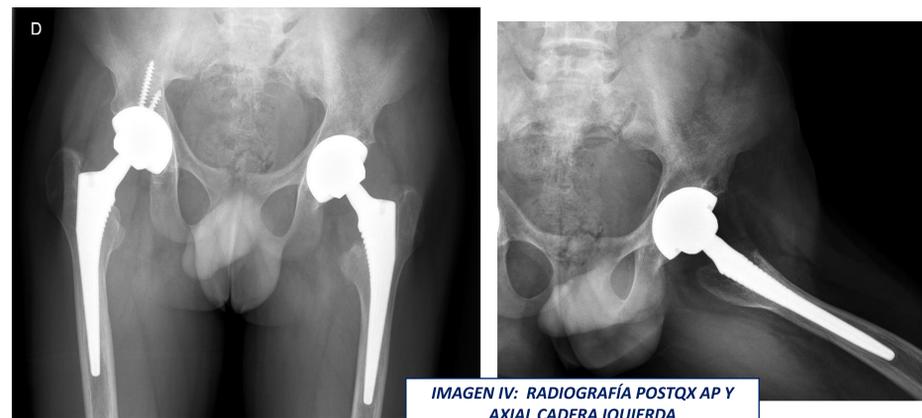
IMAGEN IV: RADIOGRAFÍA POSTQX AP Y AXIAL CADERA IQUIERDA
